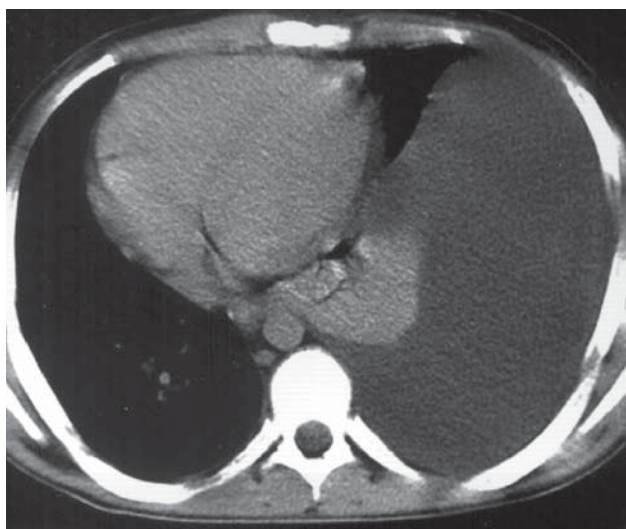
Pleurezie stângă. Secțiune axială toracică CT. Colecție lichidiană importantă în marea cavitate pleurală stângă, colaps pasiv al parenchimului pulmonar adiacent, bascularea mediastinului spre stânga.
